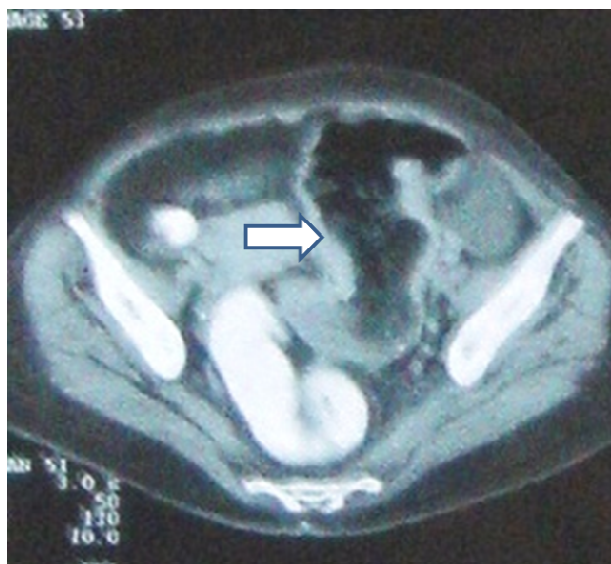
Tomografia computadorizada pélvica com dilatação de cólon descendente e provável espessamento parietal (seta).
